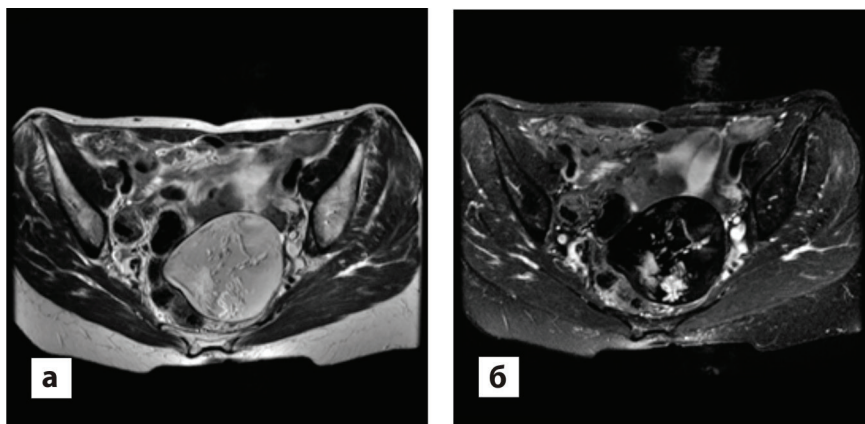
МРТ. Дермоидная киста яичника: а – определяется образование неправильной округлой формы с сигналом высокой интенсивности по T2ВИ; б – выраженное снижение сигнала при использовании программы с подавлением сигнала от жировой ткани
